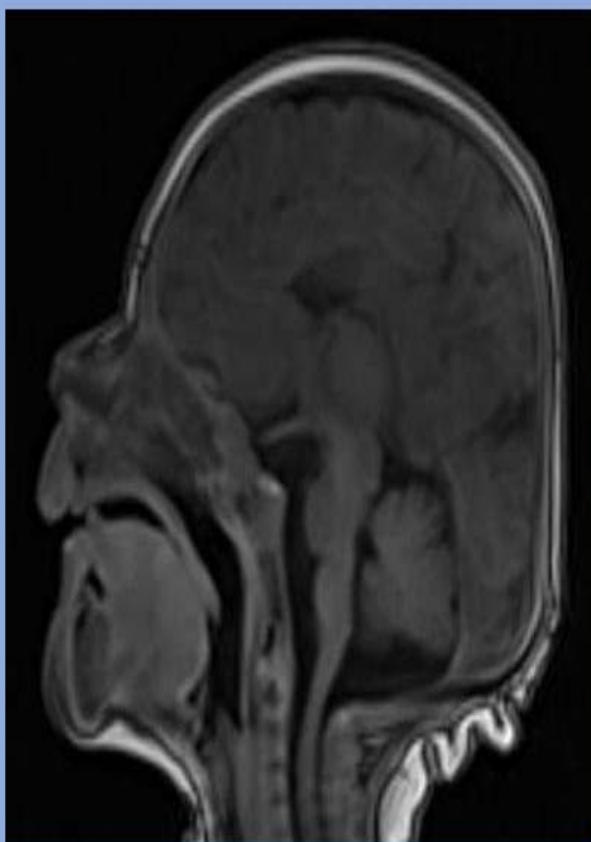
MRI. a- sagittal T1 mostrando agenesia del corpus callosum. b-coronal T2 mostrando la forma semilunar de los cuernos frontales y la eversión del giro del cíngulo como resultado de la ausencia de las fibras callosas.
